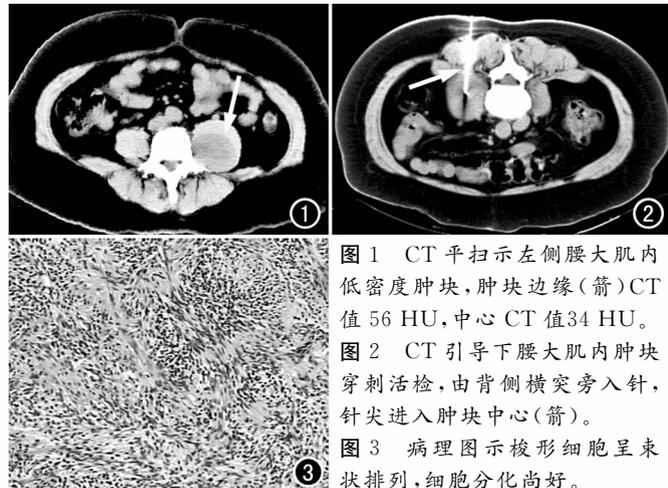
CT平扫示左侧腰大肌内低密度肿块,肿块边缘(箭)CT值56 HU,中心CT值34 HU。
